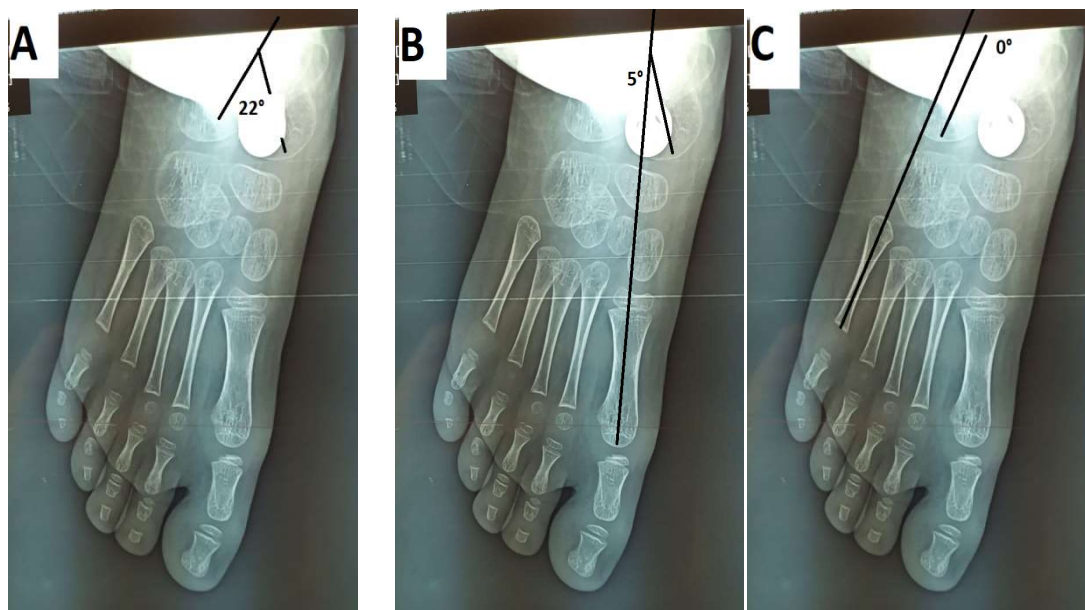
Radiographies de face évaluant les angles post opératoires (à J1 post opératoire) du cas numéro 12 ,montrant une amélioration des angles :
